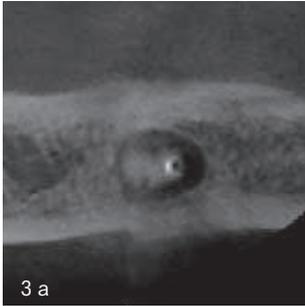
クラウン除去時のCBCT横断像(2012年7月). 根尖を囲むように骨吸収像が認められる.
